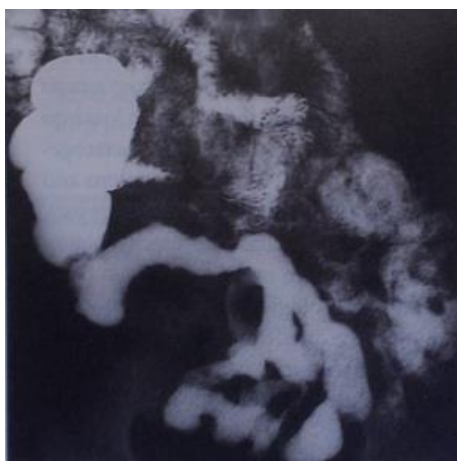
[21] - Radiografia contrastada com bário do intestino delgado num doente com DC. Possível visualizar segmentos estenosados.
